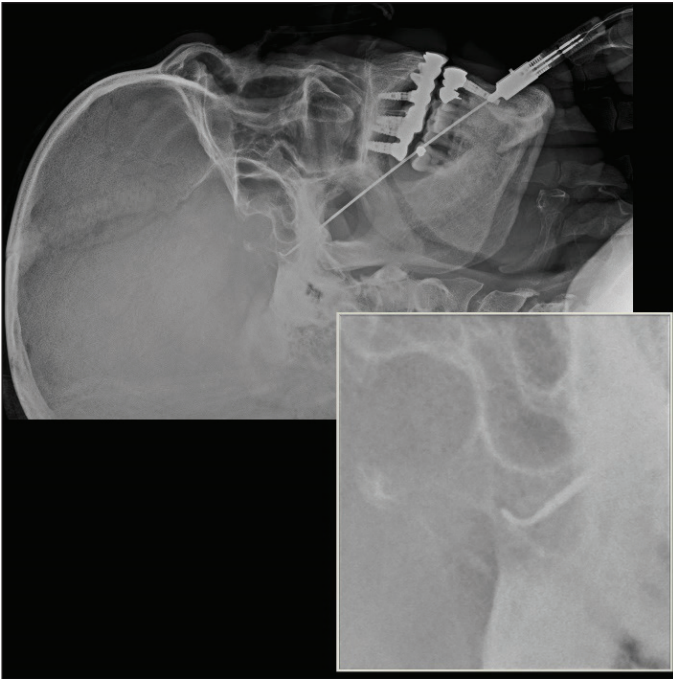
BT eşliğinde yapılan Perkütan Radyofrekans Kordotomi: Spinal kord içinde lateral spinotalamik traktusa girmiş elektrod görülüyor. Kanser ağrısı tedavisinde en etkin tedavi yöntemlerinden biridir. 1911 yılında birer nöroşirürjiyen olan William Spiller ve Edward Martin tarafından yapılmıştır. Teknik Prof. Dr. Yücel Kanpolat tarafından BT-eşliğinde geliştirilerek en etkin ve düşük riskli hale getirilmiştir.
